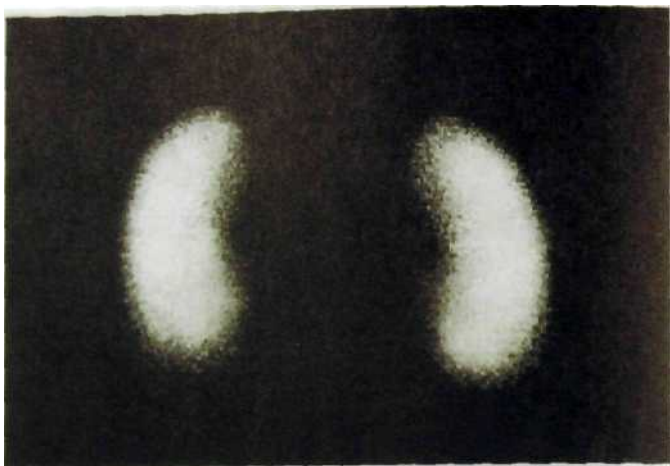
ПІ. 163. Сцинтиграмма нормальных почек.
